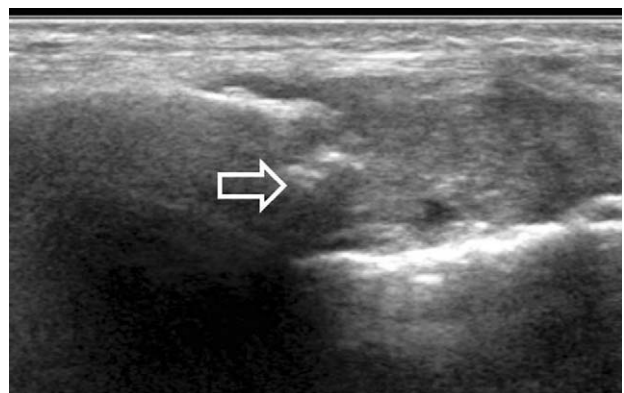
Ultrasonographic finding of hyperechoic ossified callus formation (arrow).
